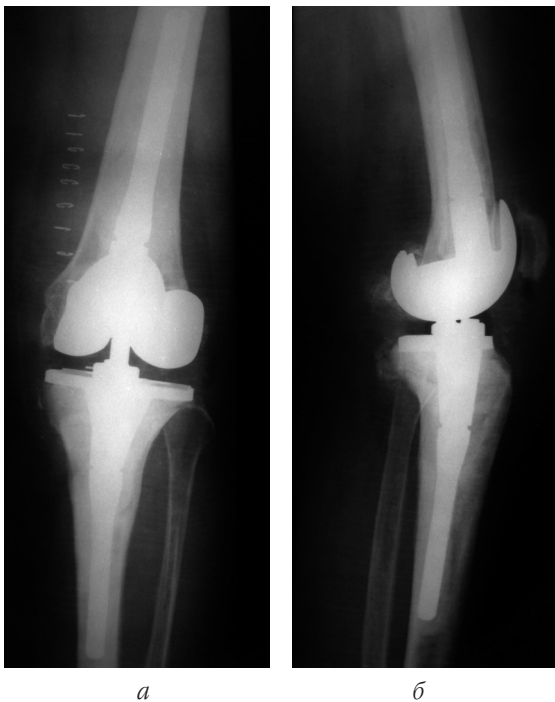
Рентгенограми лівого колінного суглоба хв-їЯ. після другого етапу ДРЕ з установкою Zimmer Nexgen LCCK: пряма (а) та бокова (б) проекція
